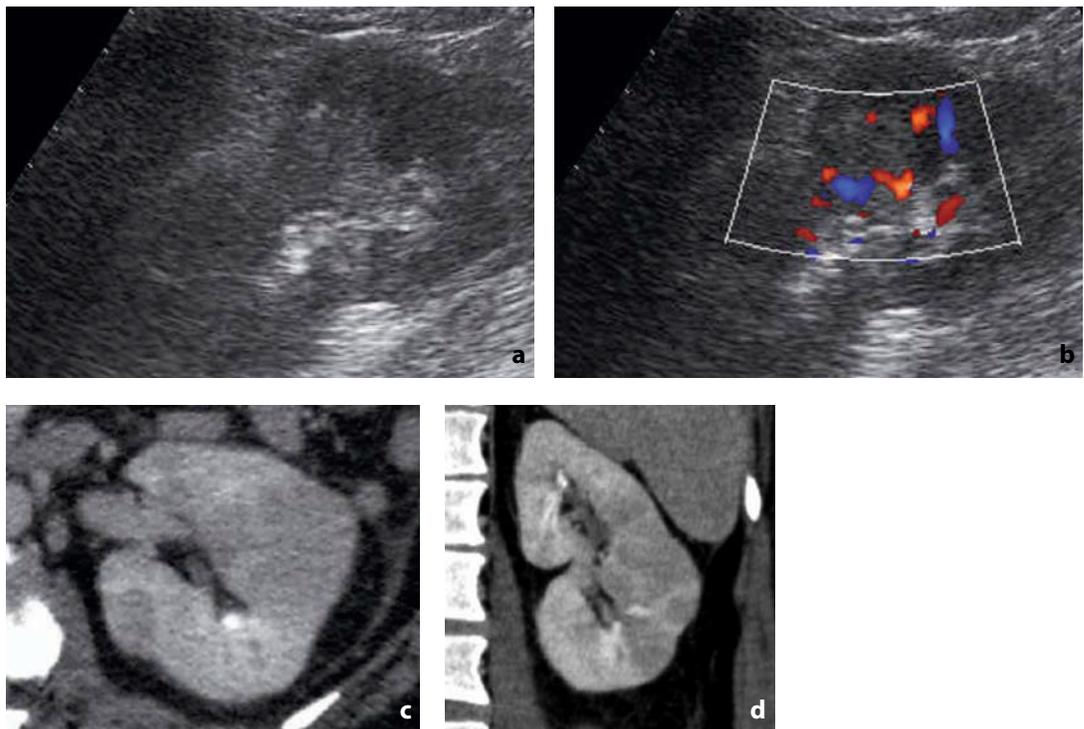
Ecografia e TC con mdc. Pielonefrite acuta focale. All'esame ecografico: a tumefazione ipoecogena, sfumata, con ridotta perfusione al color-Doppler (b). c All'esame TC con mezzo di contrasto nelle immagini assiali e d nelle ricostruzioni sul piano coronale, conferma della lesione ipodensa a margini sfumati, che determina una bozza sul profilo renale
